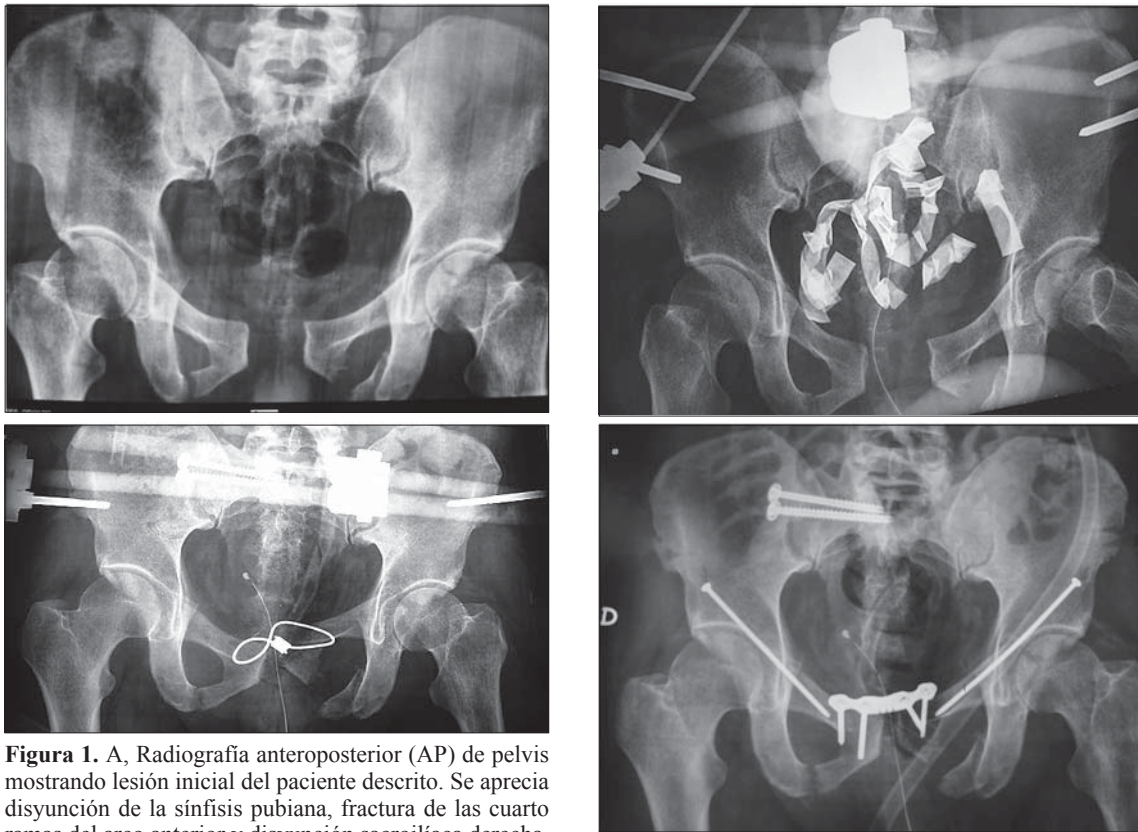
A, Radiografía anteroposterior (AP) de pelvis mostrando lesión inicial del paciente descrito. Se aprecia disyunción de la sínfisis pubiana, fractura de las cuarto ramas del arco anterior y disyunción sacroiliaca derecha. B, Radiografía AP de pelvis luego del packing pelviano y estabilización con fijador externo anterior de pelvis. C, Estabilización transitoria de la sínfisis pubiana. D, Estabilización definitiva con tornillos percutáneos en articulación sacroiliaca derecha y ramas iliopúbicas, y osteosíntesis con placa en la sínfisis pubiana.
